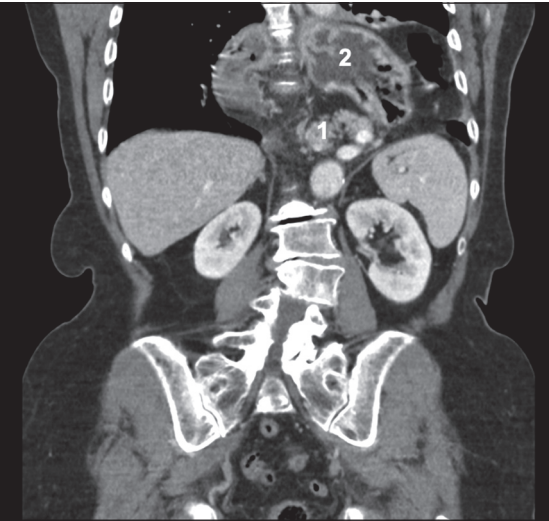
TC preoperatoria. 1: Cabeza de páncreas; 2: Cuerpo estómago.
